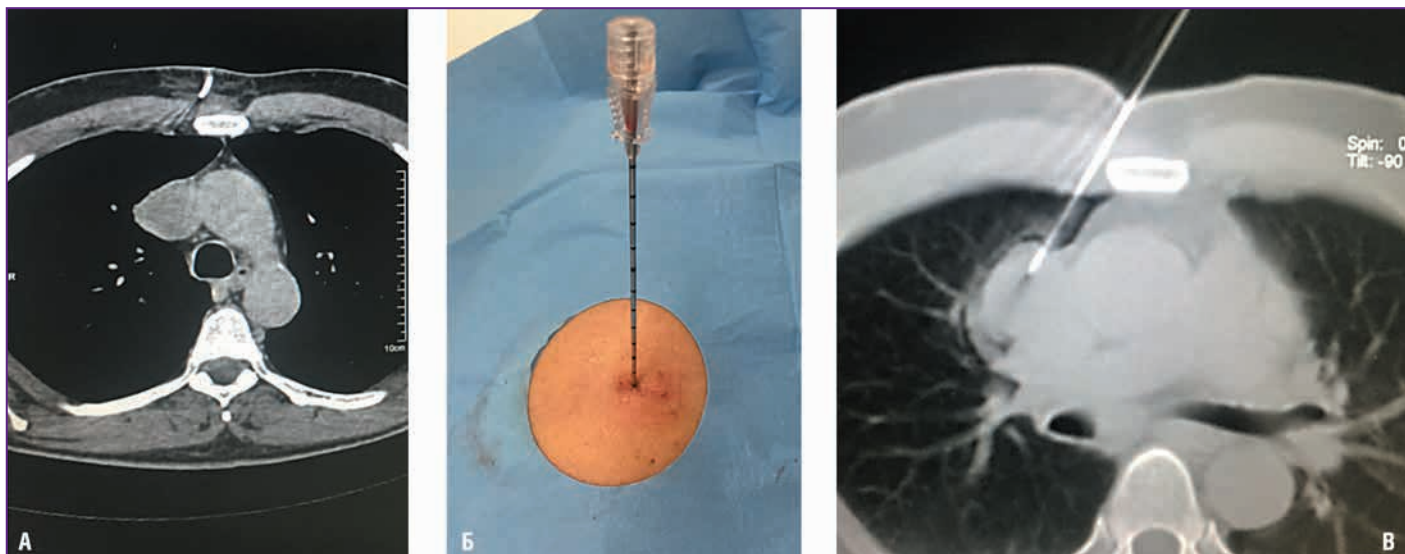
Этапы выполнения биопсии под контролем компьютерной томографии. А – установка иглы-метки (снимок КТ); Б – установленная коаксиальная игла; В – коаксиальная игла установлена в опухоль (снимок КТ)
